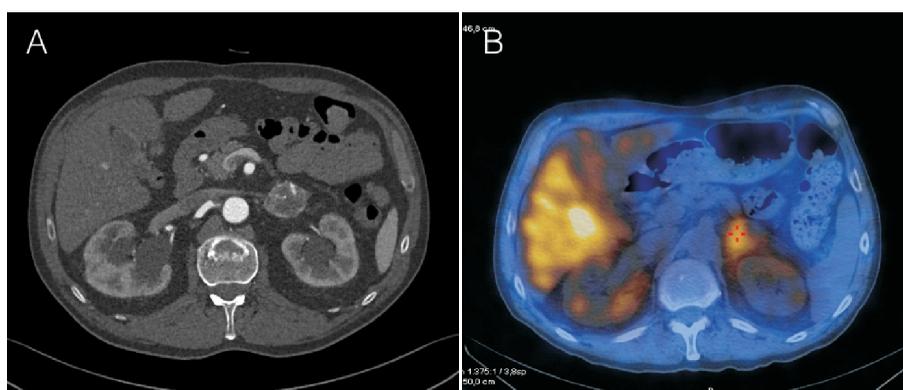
(A) Corte transversal de angioTC en el que se observa masa suprarrenal izquierda muy vascularizada de 4 cm de diámetro máximo. (B) Gammagrafía con MIBG fusionada con tomografía computarizada que demuestra hipercaptación patológica en la masa suprarrenal.
